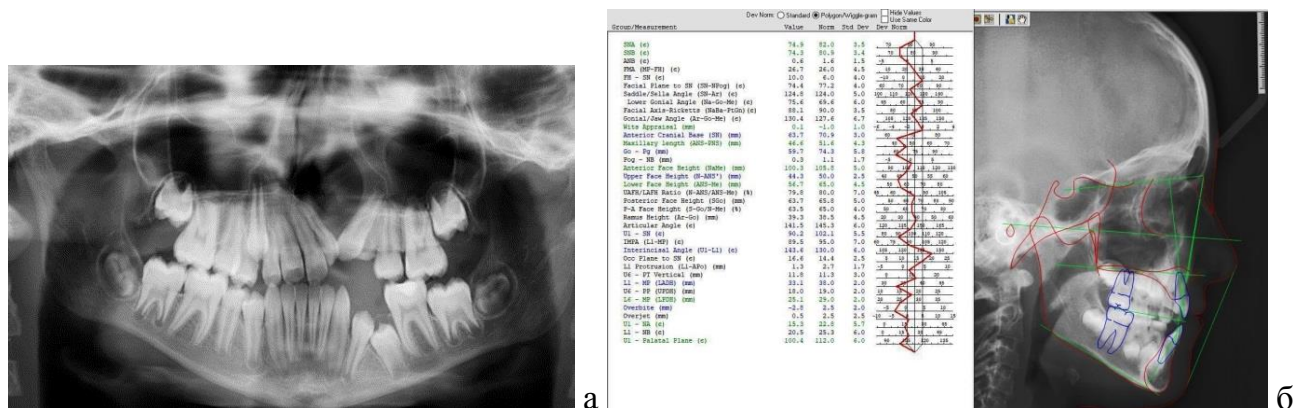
Ортопантомограмма челюстей пациента А., 10 лет, (а) и расшифровка ТРГ пациента Н., 9,5 лет, с помощью компьютерной программы Dolphin Imaging в модификации М.А. Постникова и Н.В. Панкратовой (2016)
